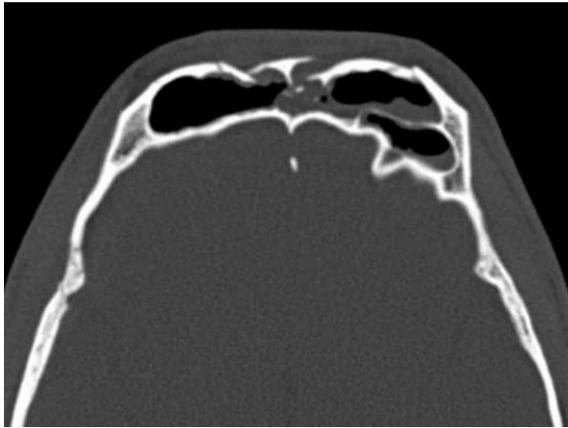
Coupe axiale d'une TDM passant par une fracture comminutive du sinus frontal
